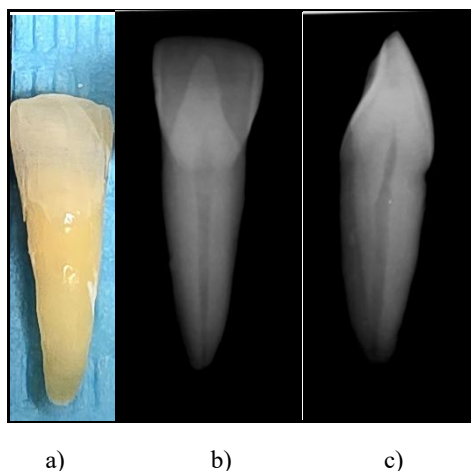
Análise e seleção de espécimes: a) Vista vestibular inicial; b) Radiografia vestibular, inicial; c) Radiografia por mesial, inicial.
